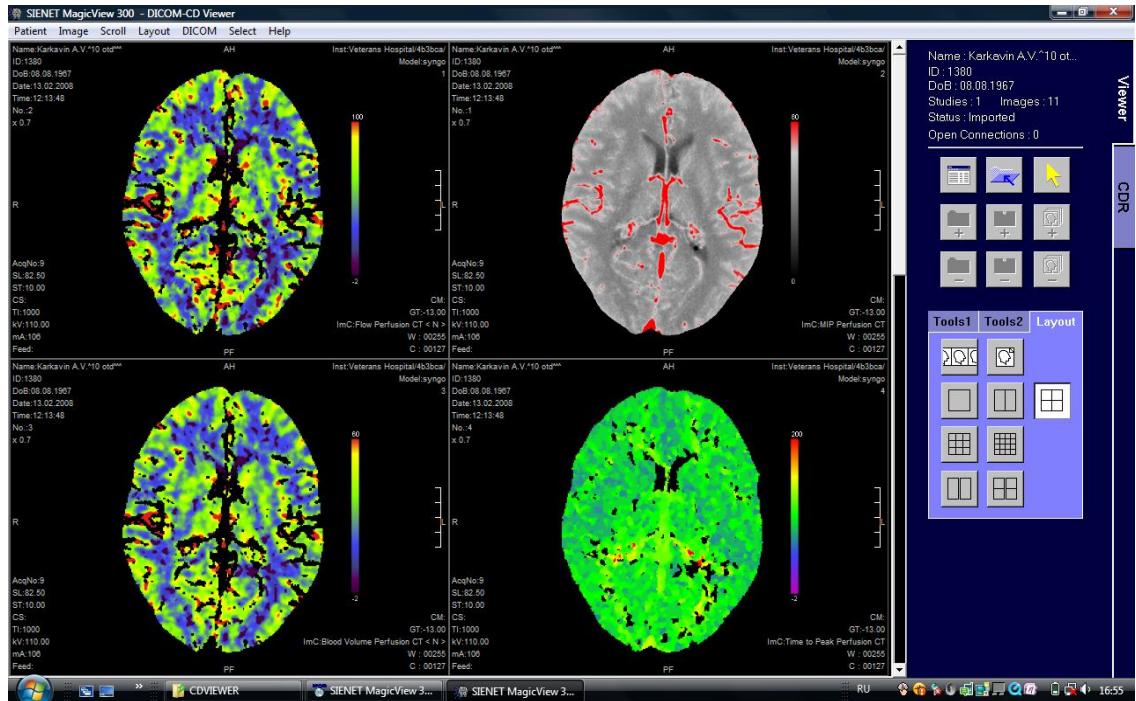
Результат КТ-перфузии больного К-на, 1967 г. рожд.
